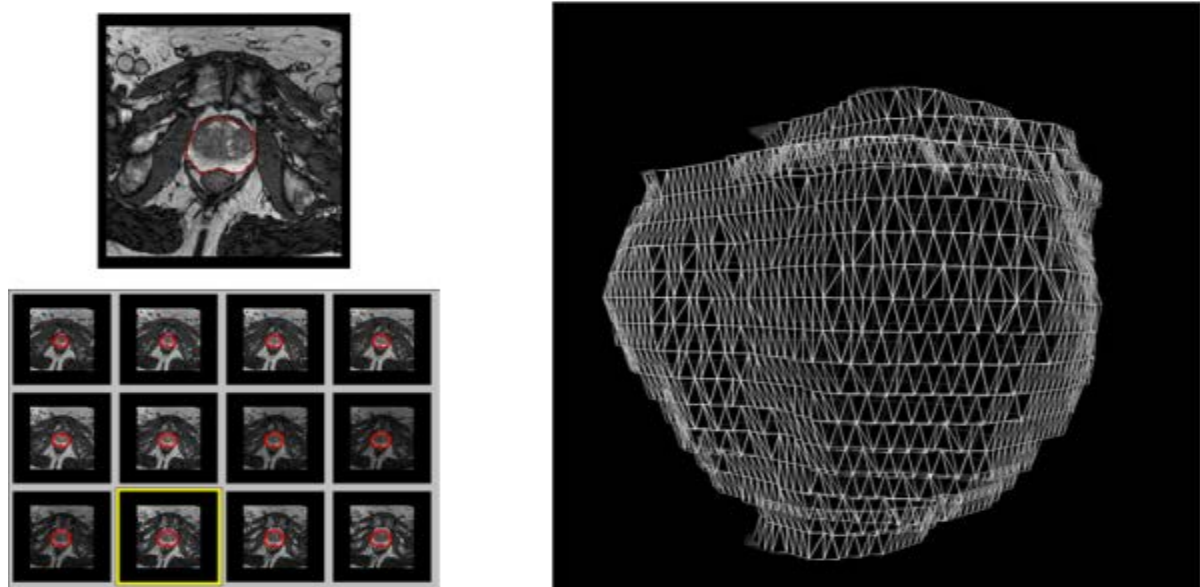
Segmentation IRM de la prostate et modélisation 3D d'une forme moyenne selon Betrouni et al. [24]
